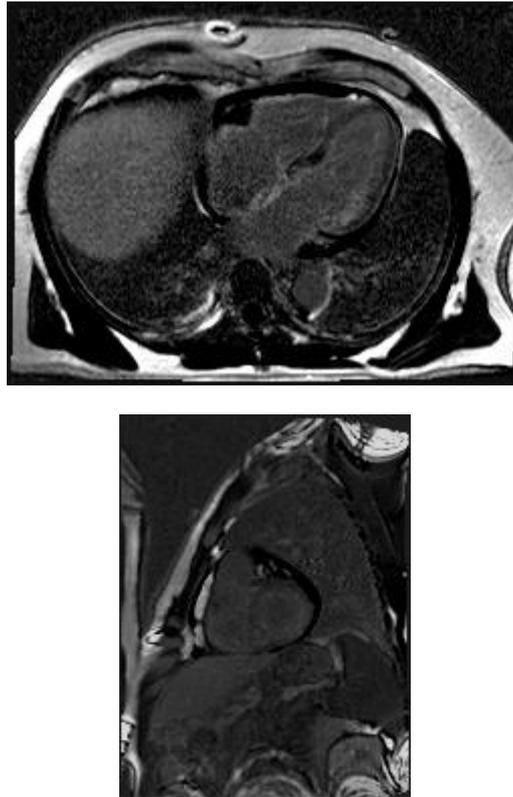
Imágenes de Resonancia Magnética. Eje corto, nivel medio o basal, mostrando hipertrofia concentrica (septo: 13,8 mm) y efusión pericárdica mínima
